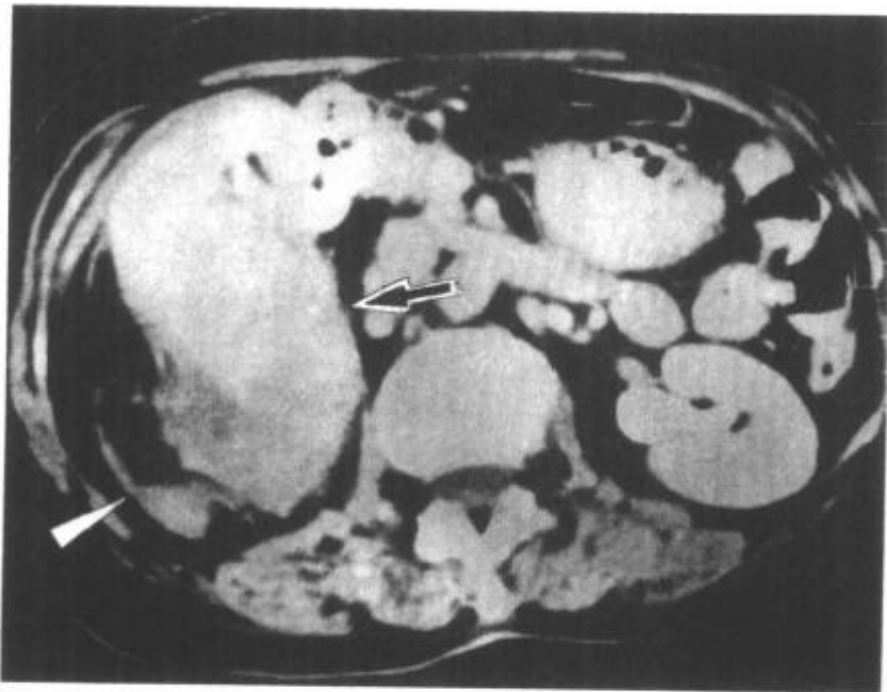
9—9 CT 强化扫描示右肾横纹肌肉瘤表现(↑)
